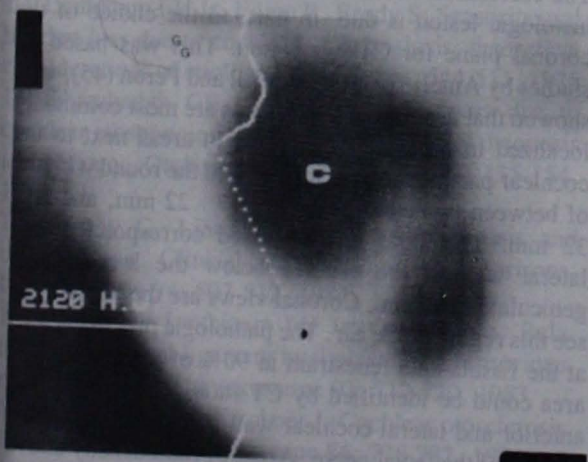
Case 3, right ear. Coronal CT. A dense otosclerotic focus in the lateral cochlear wall near the basal turn.
